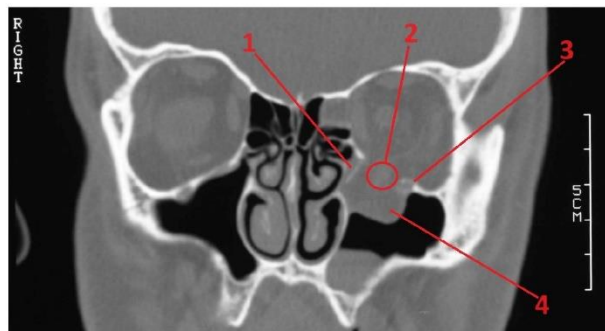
CT-scan. Coronal view of a fractured orbit on the left side of the patient. Following elements marked: 1—bony fragment; 2—displaced rectus inferior muscle; 3—infraorbital canal; 4—hernia in the maxillary sinus.
